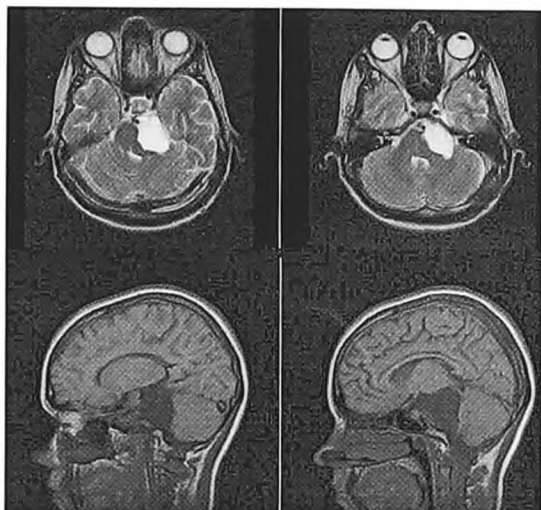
МРТ холестеатомы верхней половины ската и ММУ слева (наблюдение 1).
